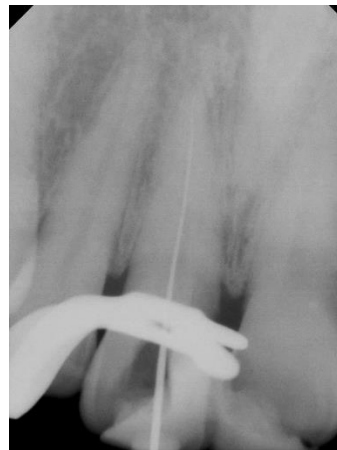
근관장 측정 시 치근단 방사선 사진
